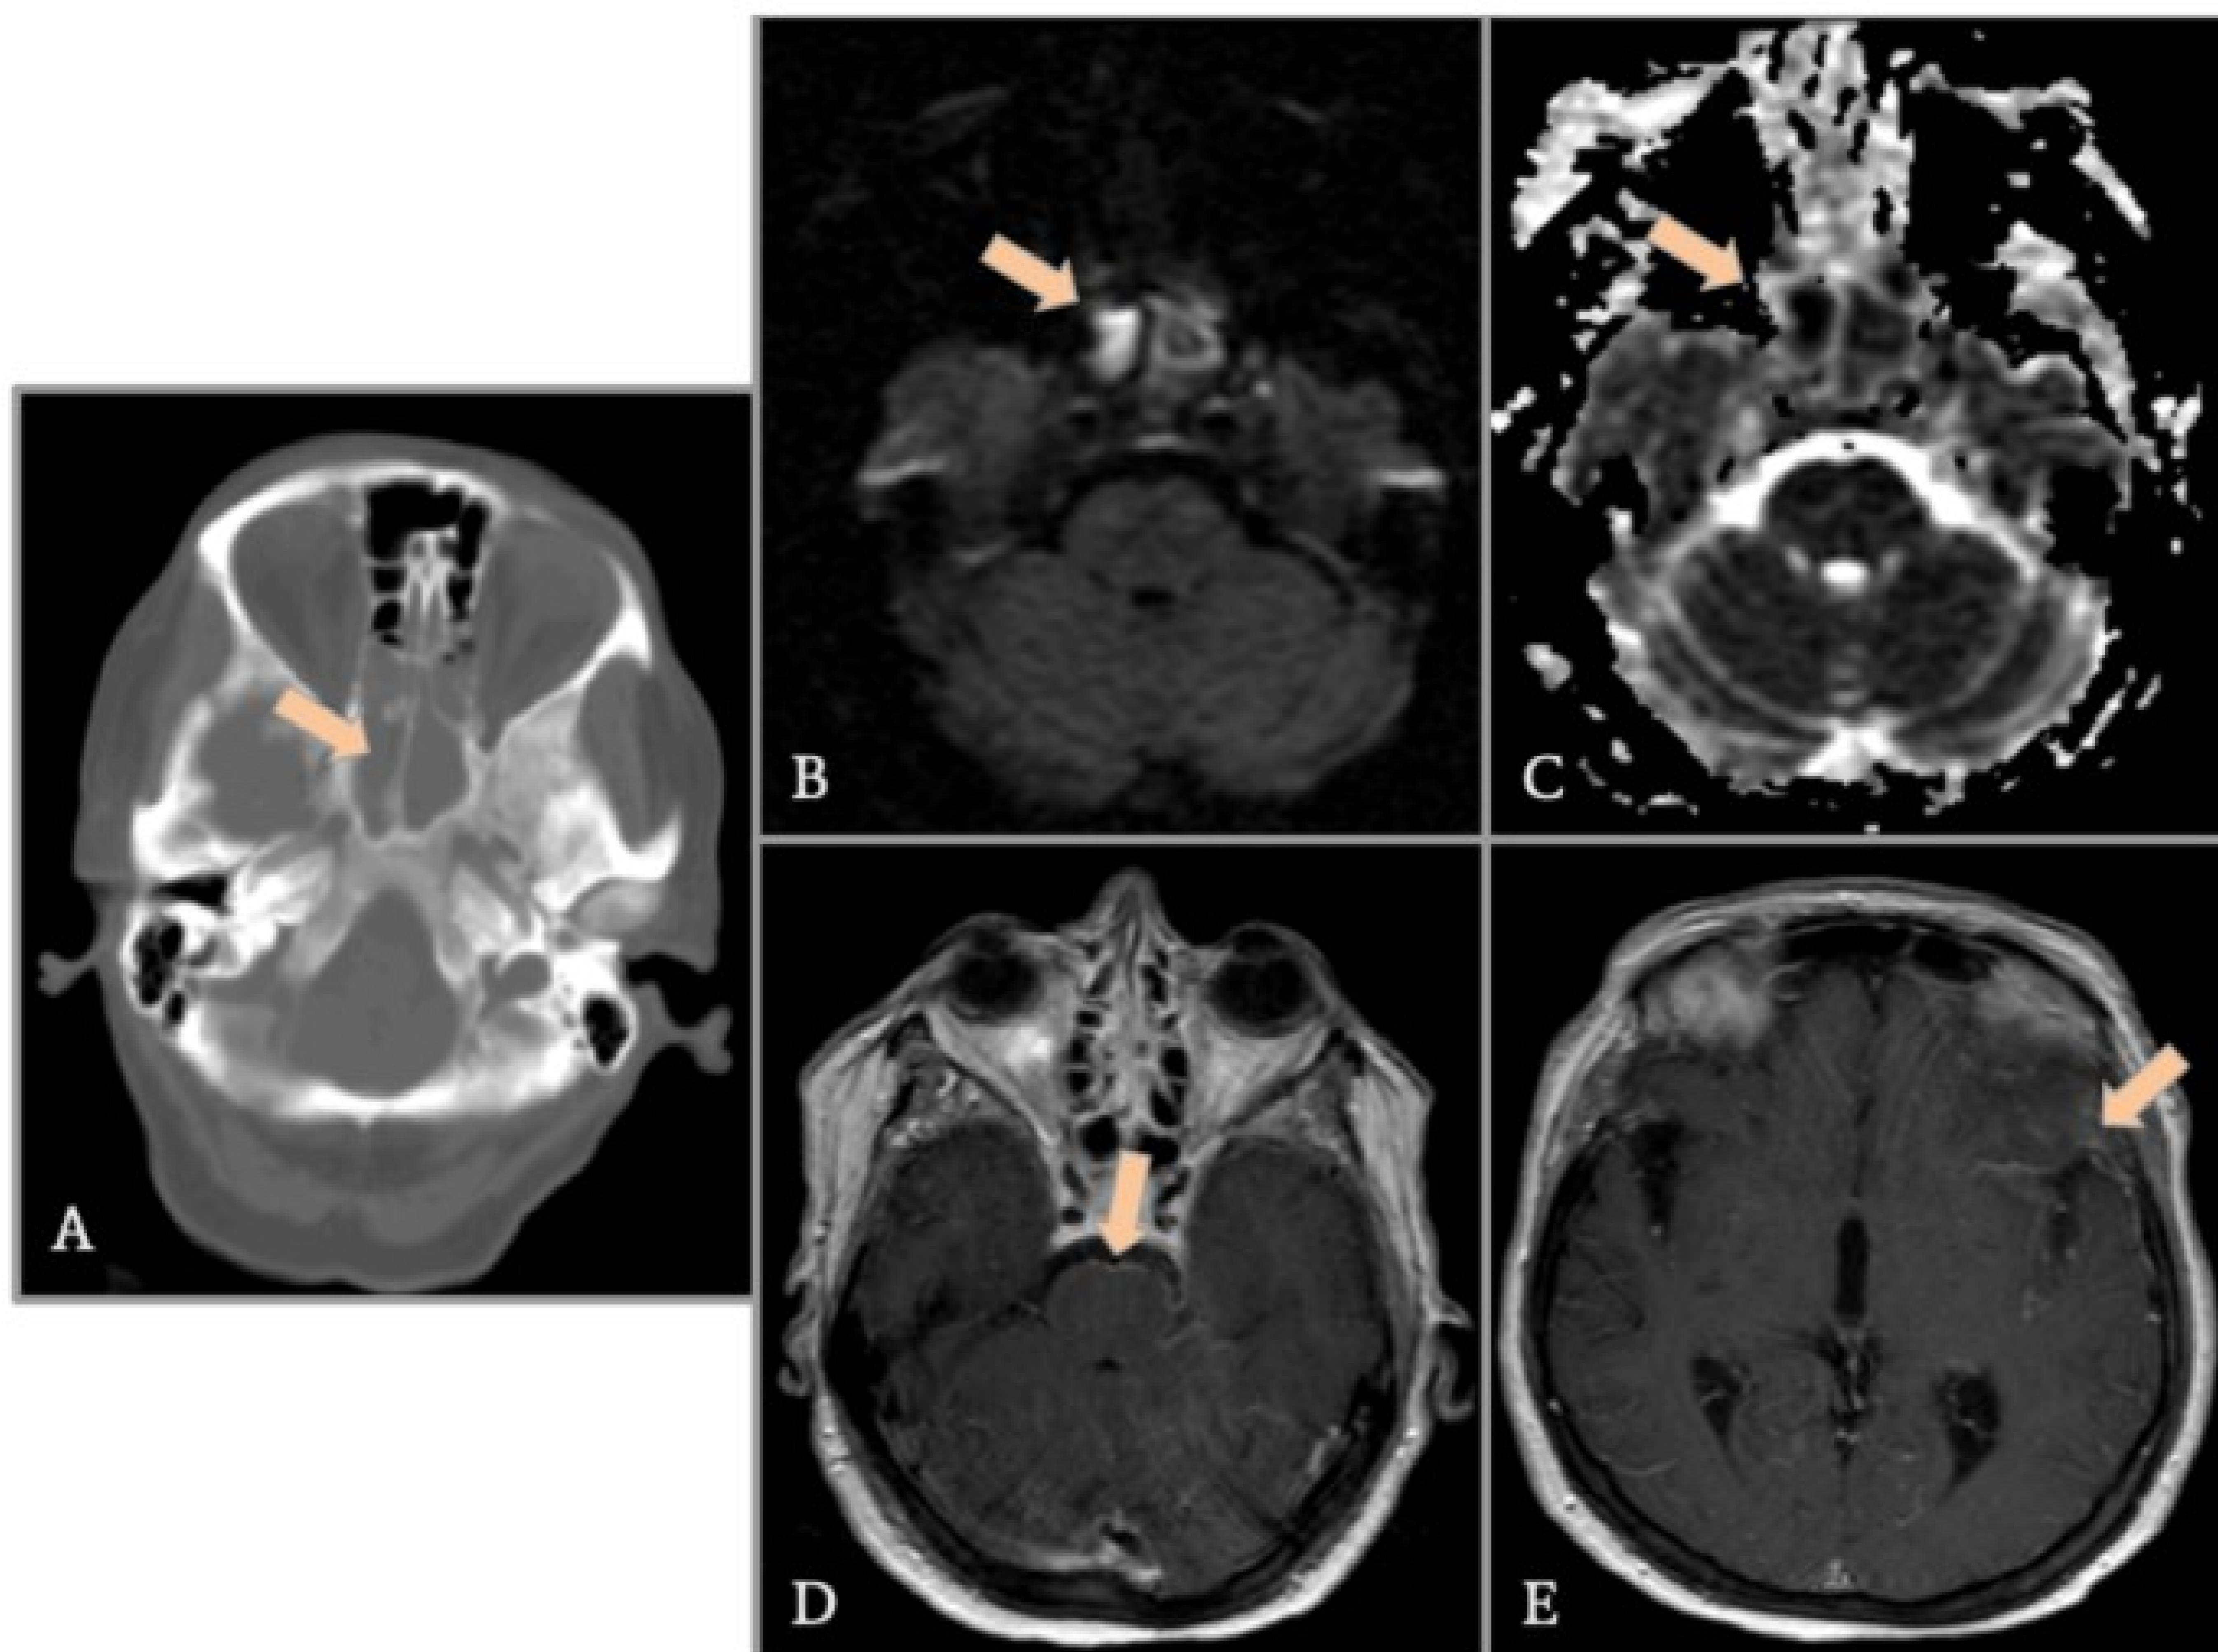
Mujer de 62 años que acude a urgencias por fiebre y cefalea intensa. Se realiza TC de cráneo (A) urgente en el que se aprecia ocupación completa de seno esferoidal y de celdillas etmoidales posteriores (flecha). Se realiza punción lumbar con resultados a favor de meningitis bacteriana. Durante el ingreso se realiza RM de cráneo (B-E), observándose en secuencias DWI y ADC (B,C) restricción en difusión del contenido del seno esfenoidal que sugiere pus (flechas), así como un realce leptomeníngeo (D,E) en cisternas preprotuberancial y pontocerebelosa izquierda (flecha) folias cerebelosas y a nivel supratentorial en surcos frontotemporales de predominio izquierdo (flecha). Hallazgos indicativos de meningitis de origen sinusal.
